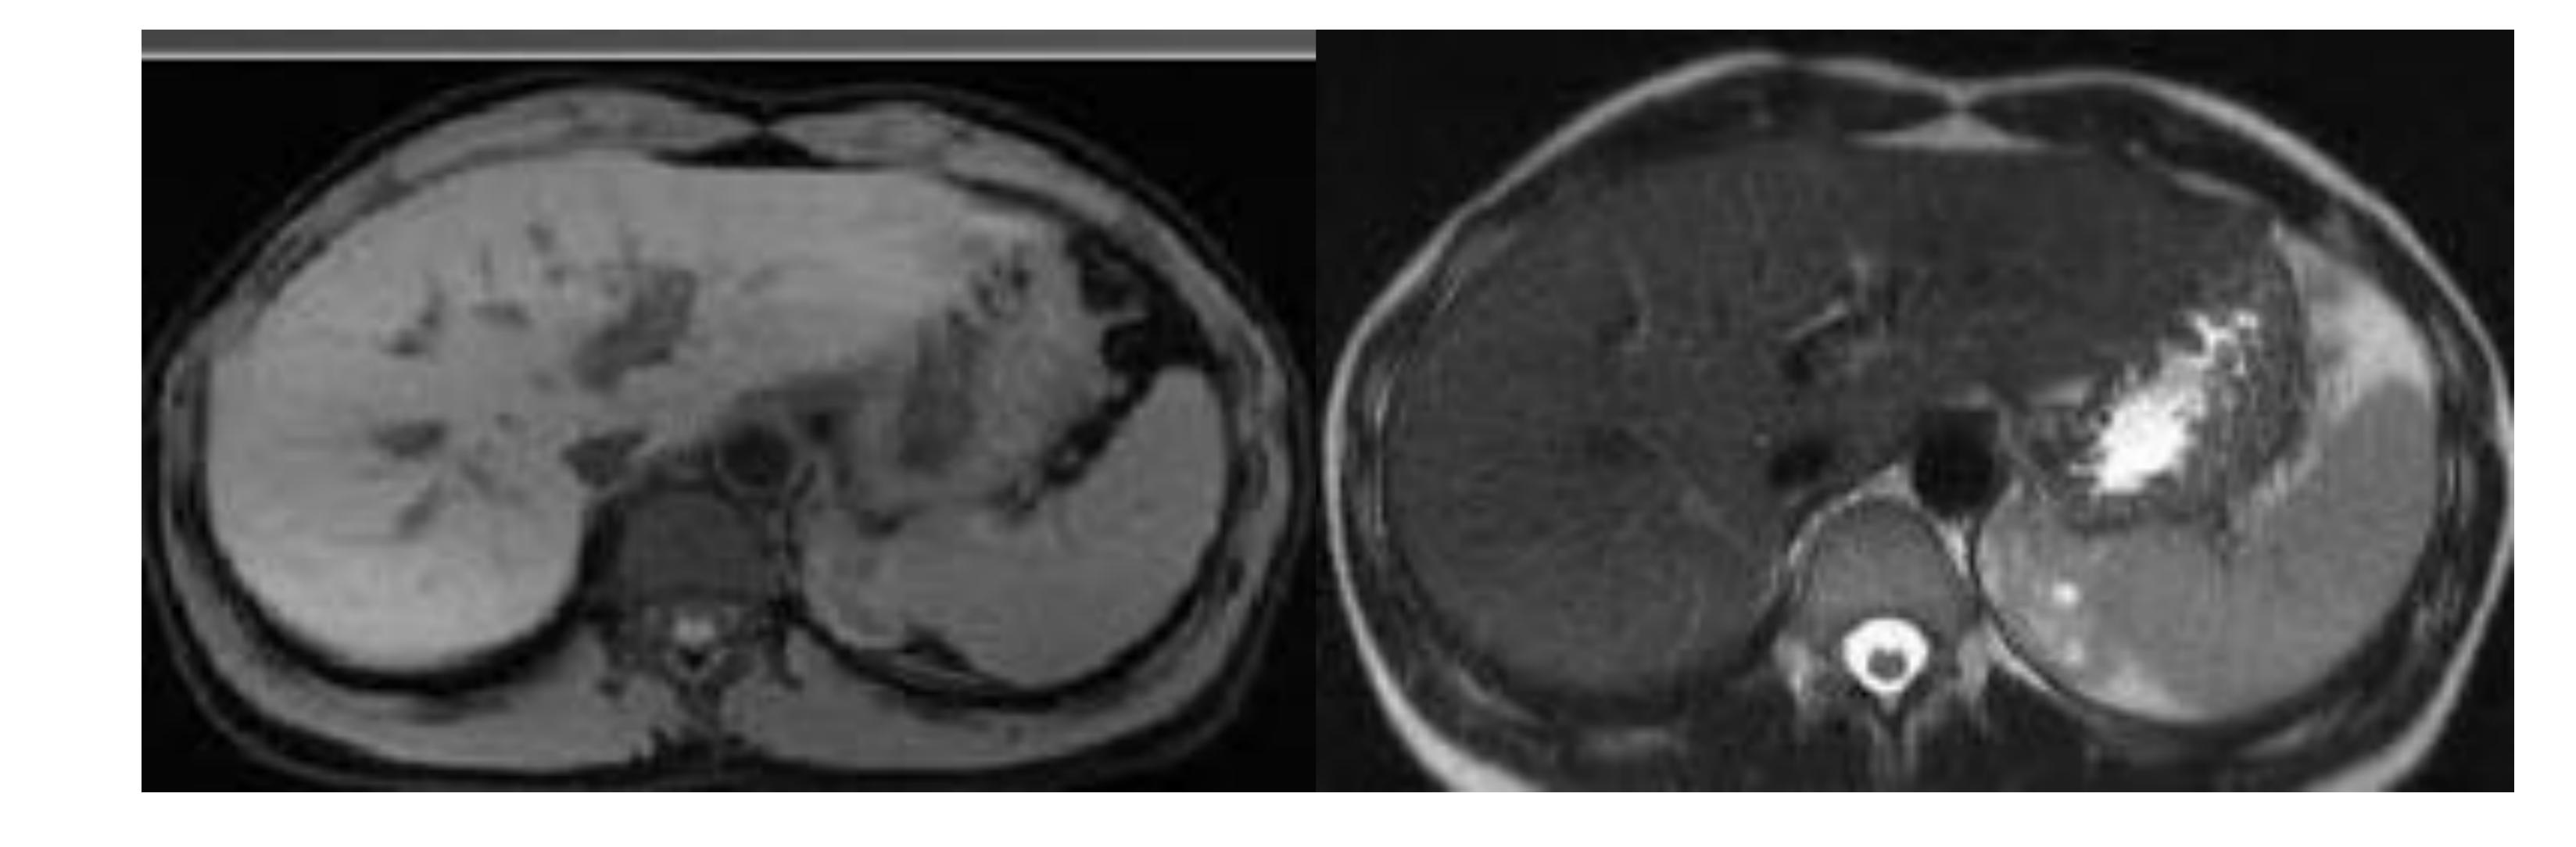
Imagen bazo RM: potenciación en T1 y T2
